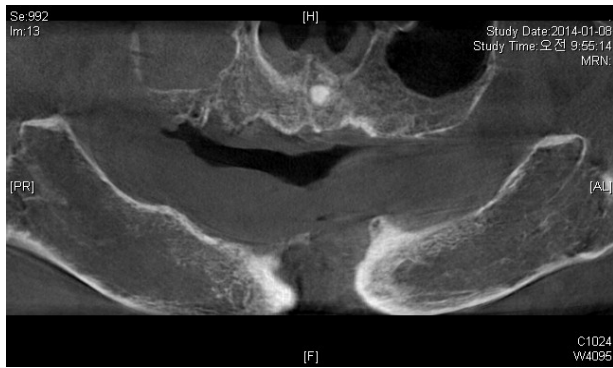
Initial Cone Beam C.T.
